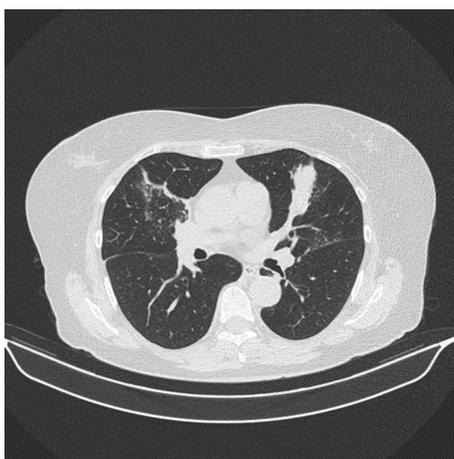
Пациентка Б. Компьютерная томография ОГК от 15 июня 2022 г.: картина двухстороннего бронхоолита, ателектаза S5 правого легкого и субсегментарного ателектаза S4 левого легкого.
